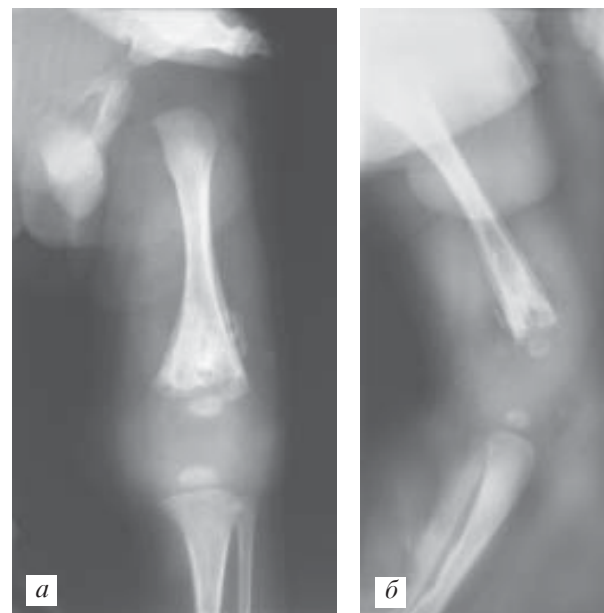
Рентгенодіагностика метаепіфізарного остеомієліту (а, б)
